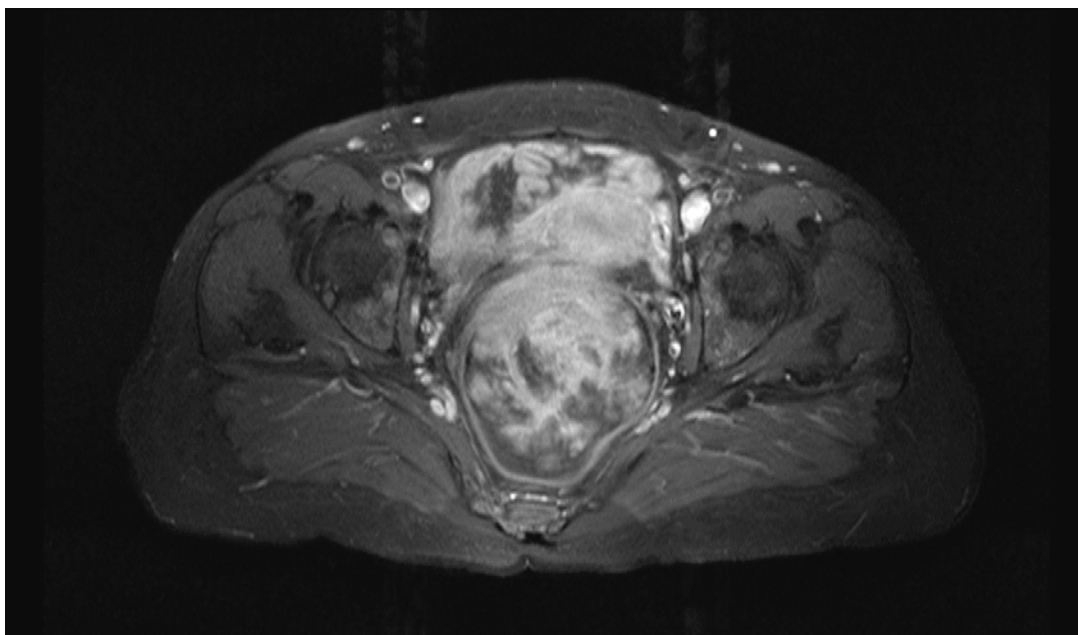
IRM pondérée T1 coupe axiale avec saturation de graisse montrant une prise de contraste hétérogène d'une tumeur rectale chez une patiente de notre série
